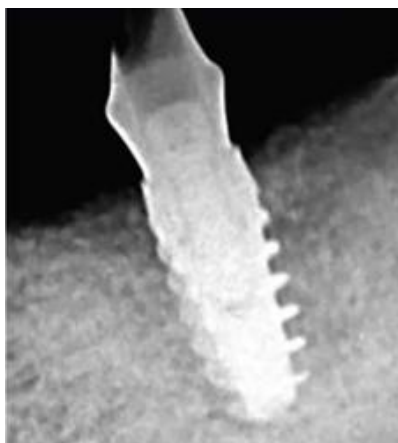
Установленный имплантат на рентгенограмме
